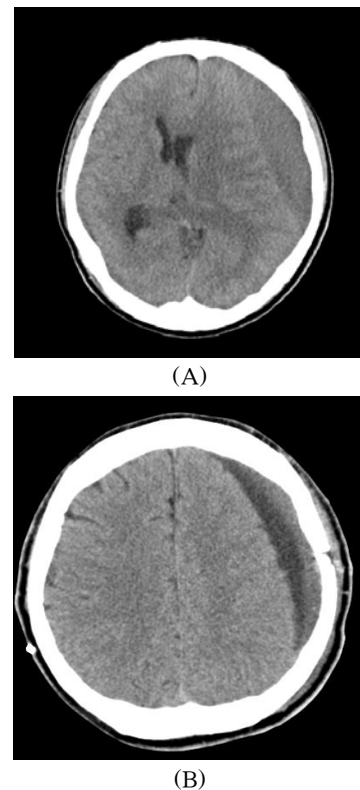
Case 4. (A) Initial Brain CT showed a massive chronic subdural hematoma with a midline shift. (B) Brain CT on the third day after operation revealed a improved midline shift and a slight recurrent subdural hematoma.
